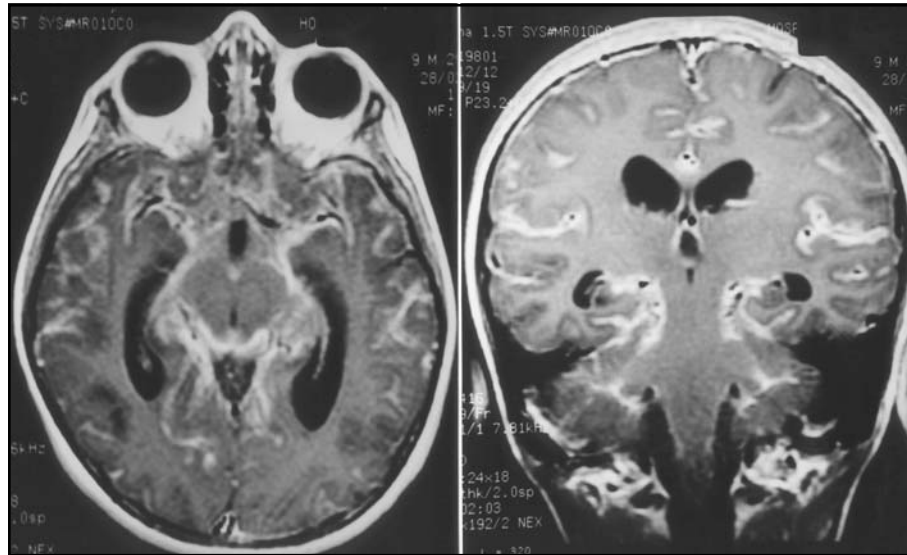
Ressonância magnética do crânio na seqüência T1 com contraste. A (plano axial): realce meníngeo difuso envolvendo principalmente as cisternas da base e sulcos cerebrais. B (plano coronal): realce meníngeo anormal envolvendo principalmente as fissuras silviana e inter-hemisférica, e sulcos cerebrais.
